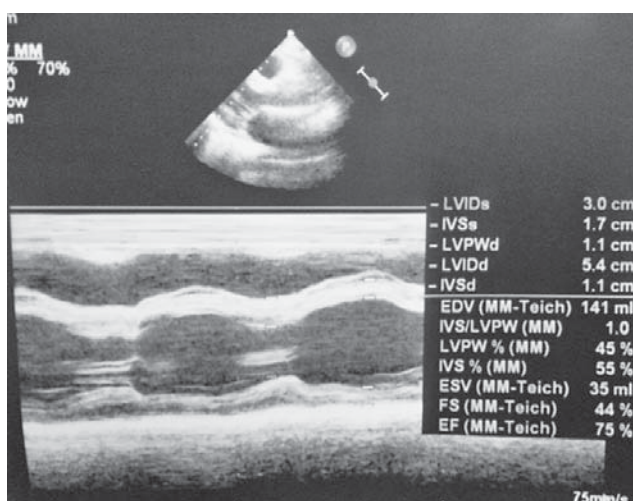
M-mode echocardiography showing separation of pericardial layers of the posterior LV wall
